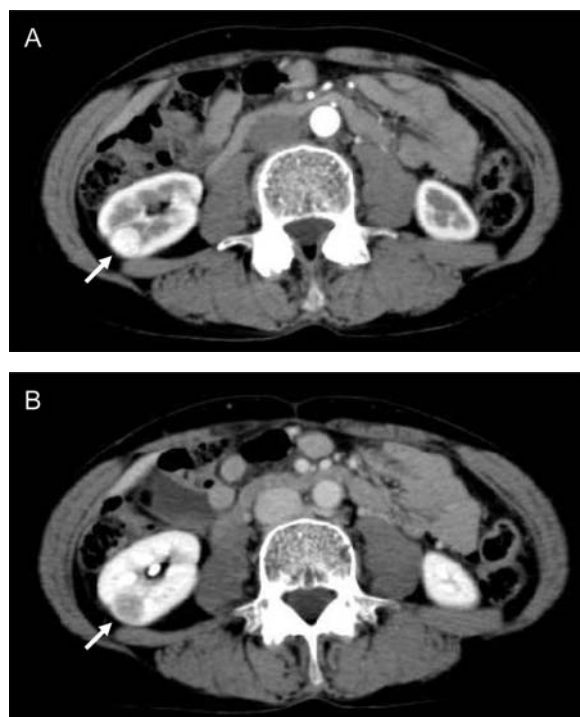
Dynamic CT shows renal tumor at mid pole of right kidney. (A) arterial phase, (B) venous phase.
